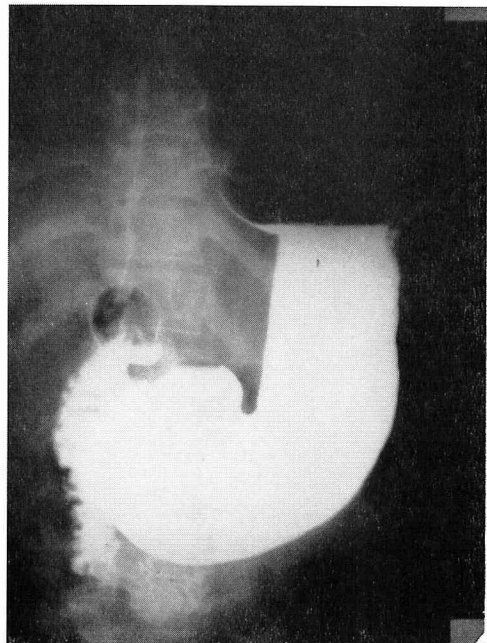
症例6の1ヵ月後の胃X線像（立位充盈像）
